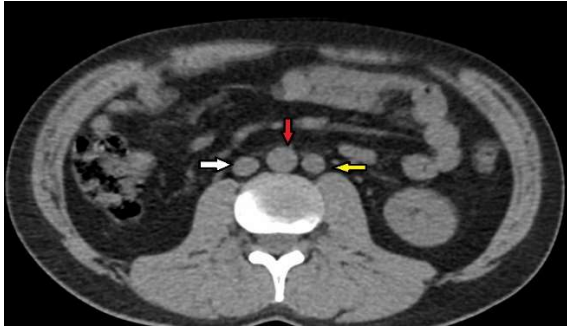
Abdominal CT axial images that presented double IVC (white arrow: right VCI, yellow arrow: left VCI, red arrow: abdominal aorta).
